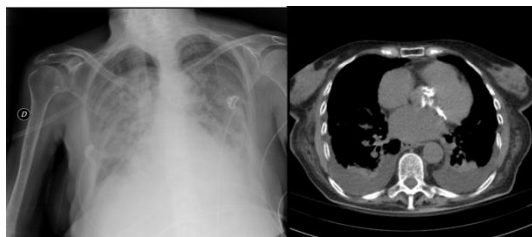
Radiografía y TAC de tórax convencional realizadas a el paciente durante el ingreso, en el que se muestra un aumento de densidad del parénquima pulmonar. Fuente: Paciente anónimo
